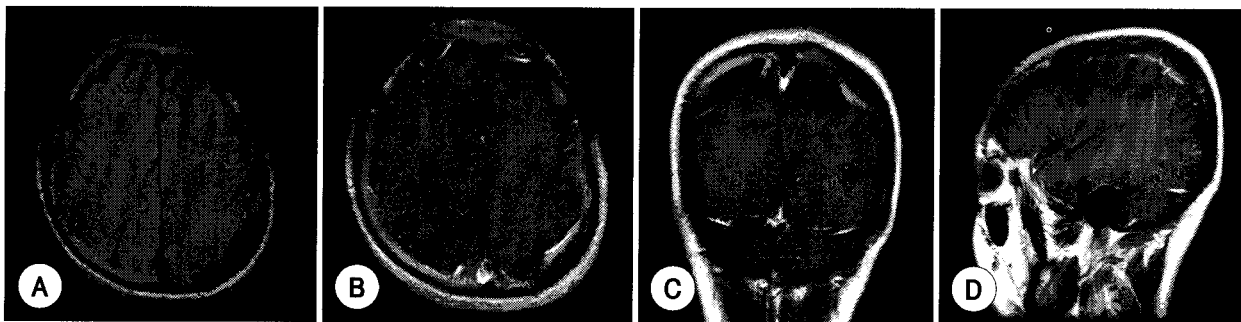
The MRI findings of this patient. Axial FLAIR (A), Gd-enhanced T1 weighted axial (B), coronal (C), and sagittal (D) images. Localized plate-shaped dural thickening and Gd-DTPA enhancement are noted along the left parietal convexity.
